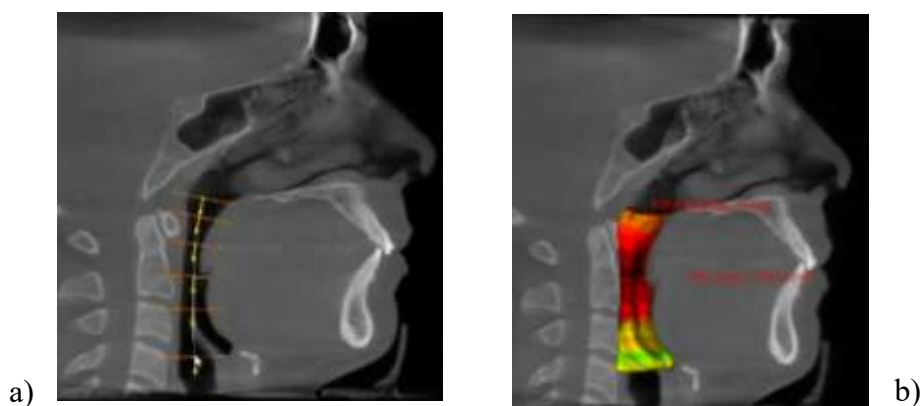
Renderizado de imagenología CBCT en vista sagital. (a) Límite superior e inferior de la vía aérea para realizar la (B) reconstrucción volumétrica de la vía aérea y obtención de VVA y AMVV.
